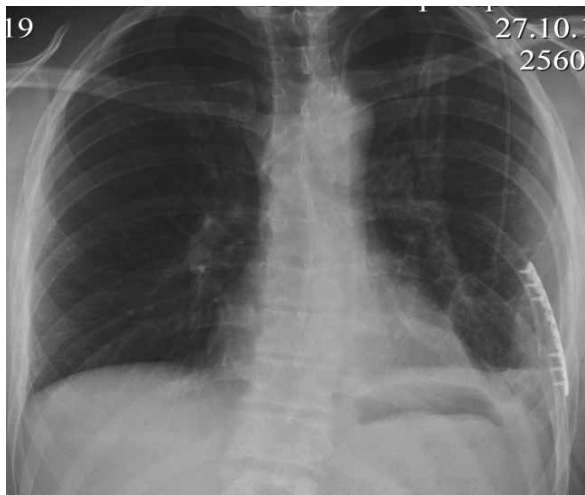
Рентгенография органов грудной клетки на 1-е сутки после операции
